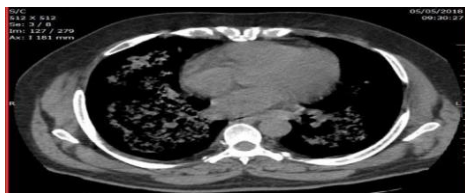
Tomografia de tórax sem contraste realizado na admissão (Fonte: Prontuário arquivado no Ambulatório de Autoimunidade/Reumatologia da Santa Casa de Barretos)
